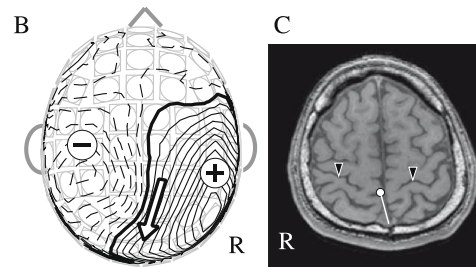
等磁界線図とMRIに表示した等価電流双極子
